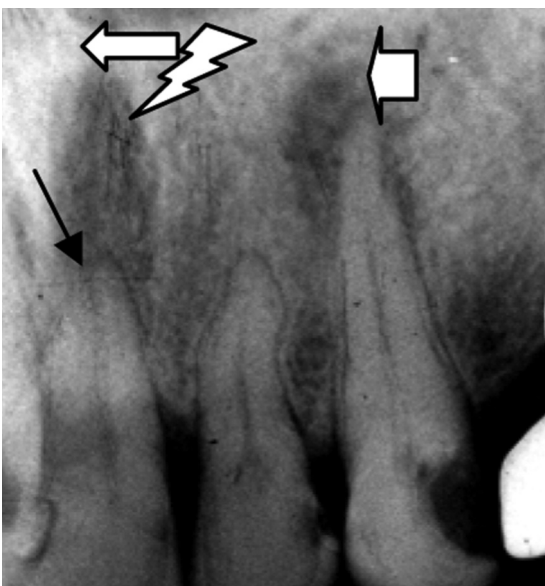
Внутрішньоротова рентгенограма 21. Середній карієс, хронічний відмежований гнійний періодонтит. Біля верхівки кореня розширена періодонтальна щілина. Деструкція компактної пластинки і губчастої речовини кулеподібної форми, великого ступеня прозорості, з чіткими межами за рахунок склеротичного обідка (*звивиста стрілка*). Остеосклероз губчастої речовини навколо ділянки деструкції (*біла стрілка*). Збільшення ступеня прозорості верхівки кореня (*темна стрілка*). Абсцедований (нагноєний) періодонтит біля верхівки 23 (*широка біла стрілка*)
